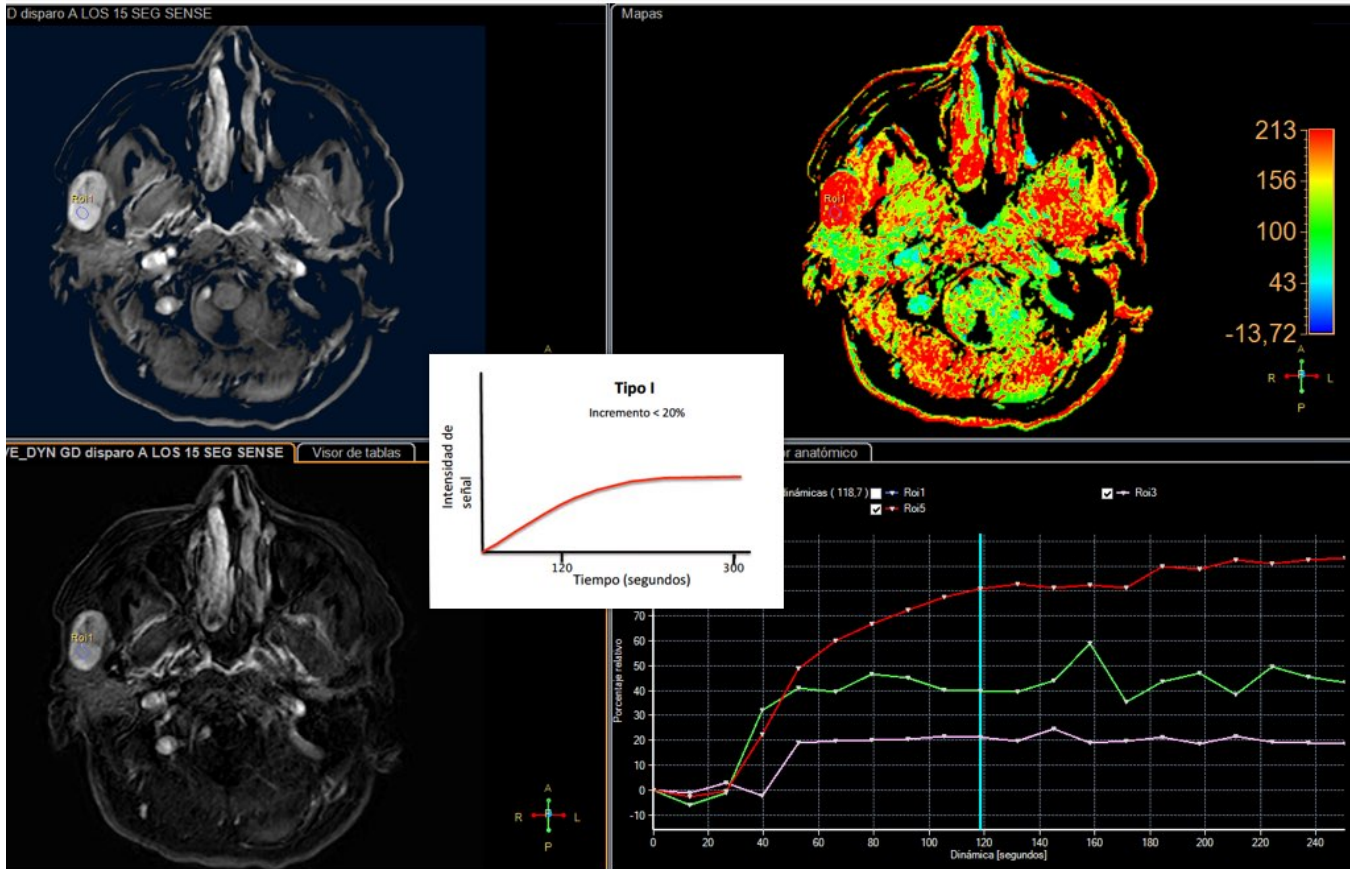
RM. Adenoma pleomorfo (mismo paciente que figura 12). Estudio de curvas intensidad-tiempo con hallazgos típicos.
